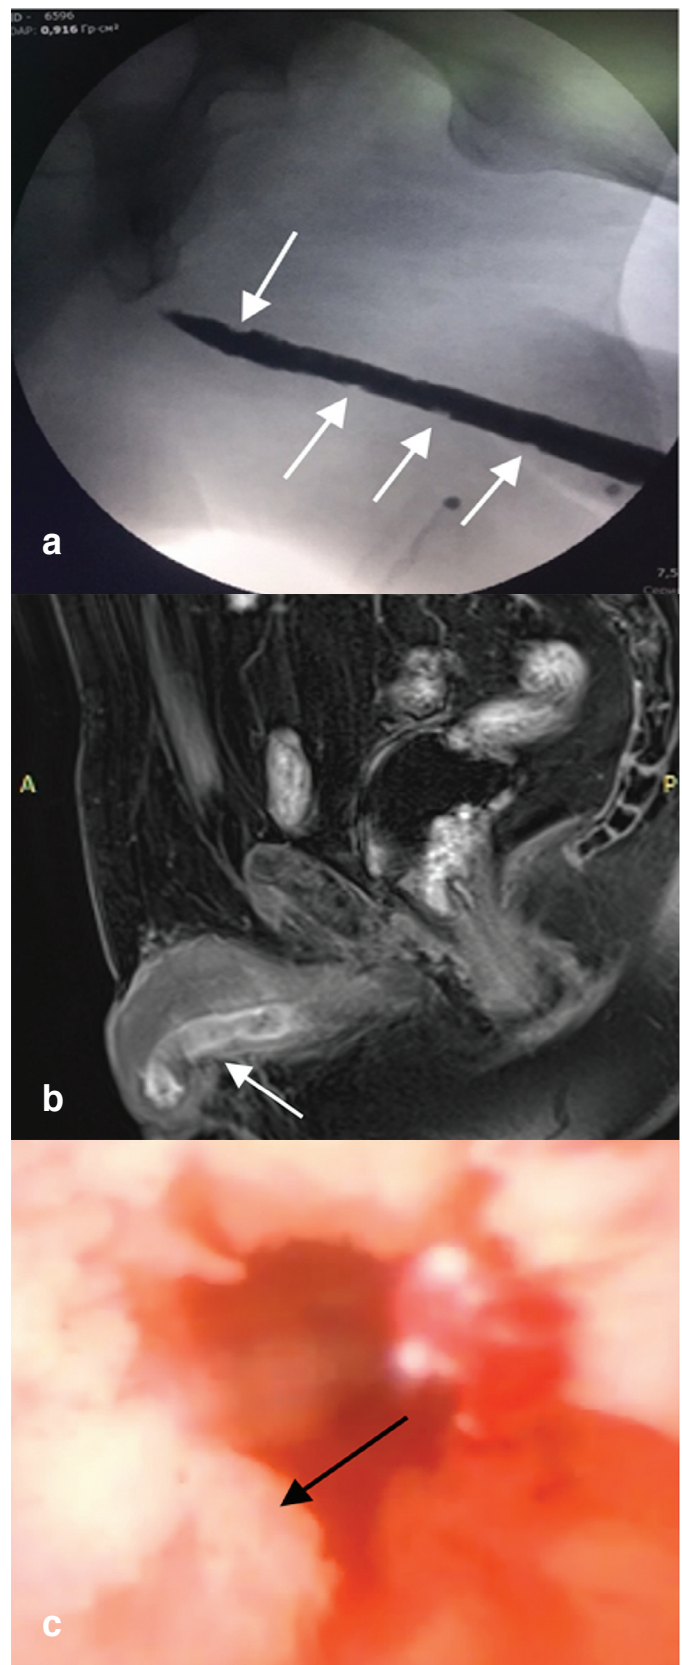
а – уретрография: по ходу мочеиспускательного канала определяются множественные дефекты наполнения его просвета (указаны стрелками), соответствующие ворсинчатым новообразованиям; б – МРТ: расширение бульбозного отдела уретры, заполненное неоднородным содержимым, на фоне которого визуализируются солидные образования с нечеткими и неровными контурами, интенсивно накапливающие контрастный препарат; в – уретроскопия: в просвете мочеиспускательного канала определяются множественные ворсинчатые новообразования.
